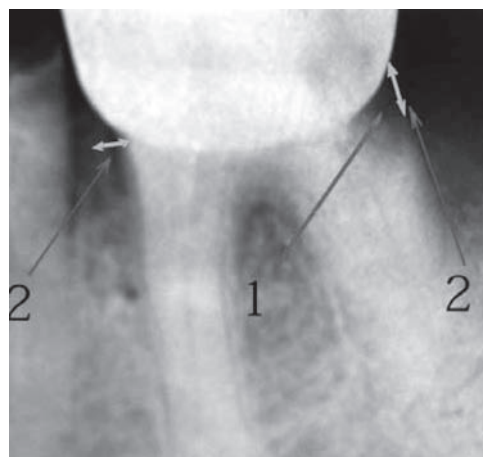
Рентгенограмма моляра нижней челюсти. На рентгенограмме обозначены: 1 – кариозный процесс на границе корня и края искусственной коронки, 2 – нависающий край искусственной коронки с мезиальной стороны, короткая коронка с дистальной стороны
